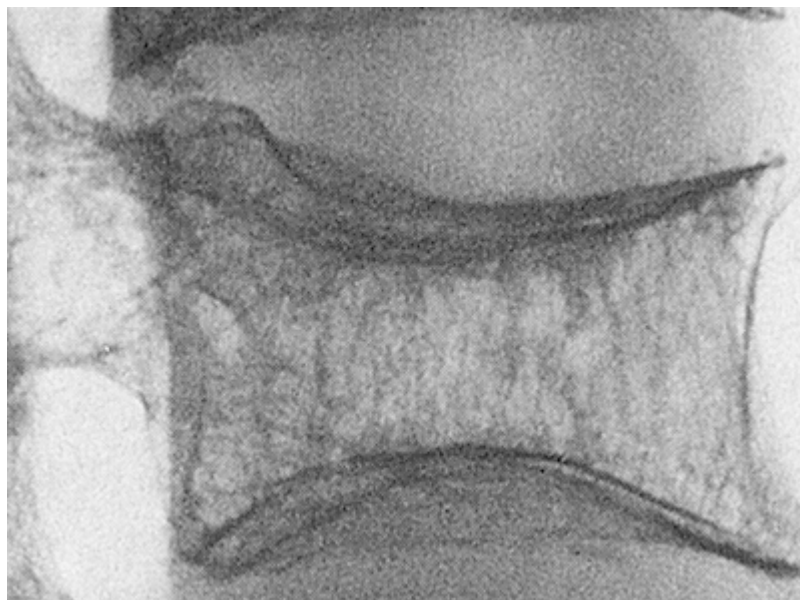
Röntgenaufnahme eines osteoporotischen Wirbelkörpers
